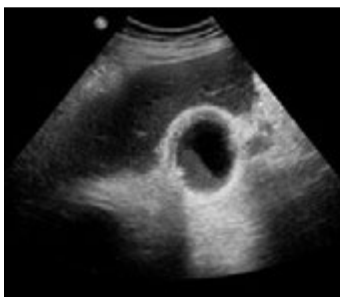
Imagen A Ecografía de vesícula de porcelana. Imagen B colecistectomía de vesícula de porcelana
